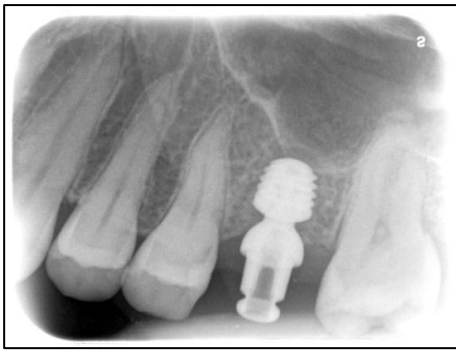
Röntgenbild nach Einbringen des Scanbodys
